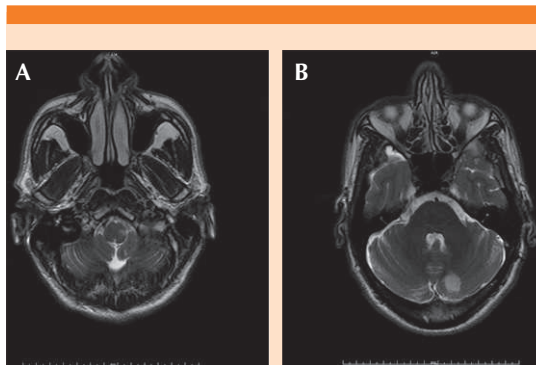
Resonancia magnética cerebral, proyección axial, secuencia T2, que muestra infarto en la región lateral del bulbo izquierdo (A) y en la posterior del hemisferio cerebeloso izquierdo (B).
